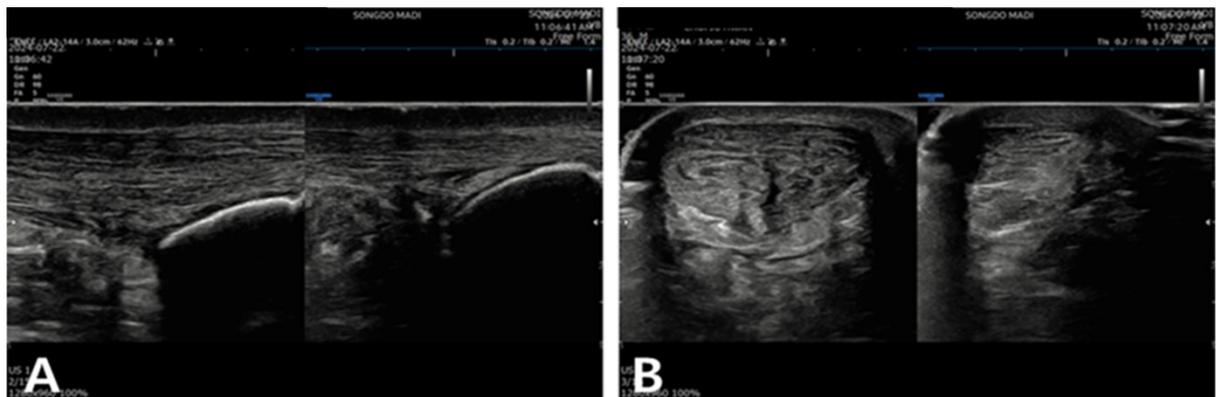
치료 4개월 후 아킬레스건 초음파영상. 장기간 재생이 지속되었으며, 비후된 건의 단면적은 정상화되지 않음. A: 아킬레스건의 종방향 초음파 영상 (좌측이 환측, 우측이 건측) B: 아킬레스건의 횡방향 초음파영상 (좌측이 환측, 우측이 건측)
